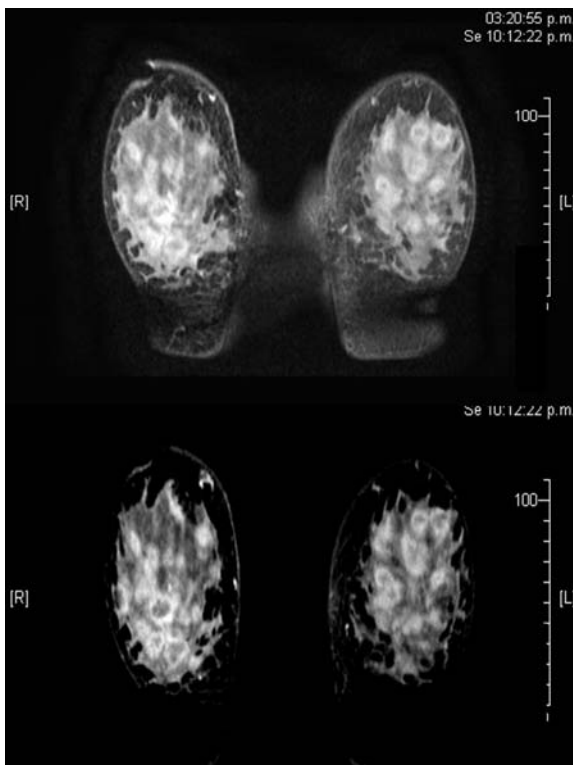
RM de mama con contraste, reconstrucción coronal bilateral. Múltiples lesiones bilaterales con realce a predominio periférico.
